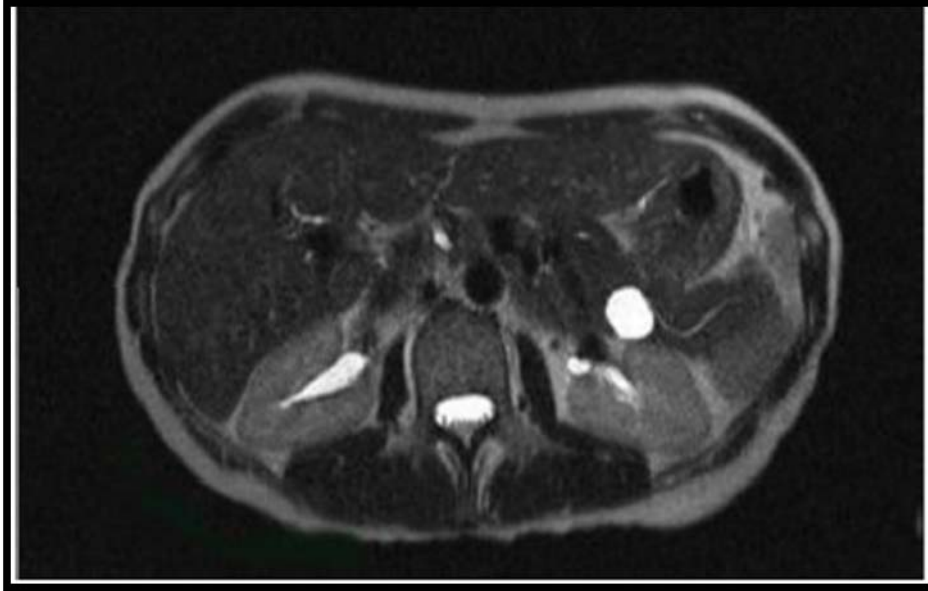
IRM abdominale montrant un cystadénome mucineux et son rapport avec le canal de Wirsung [73]
